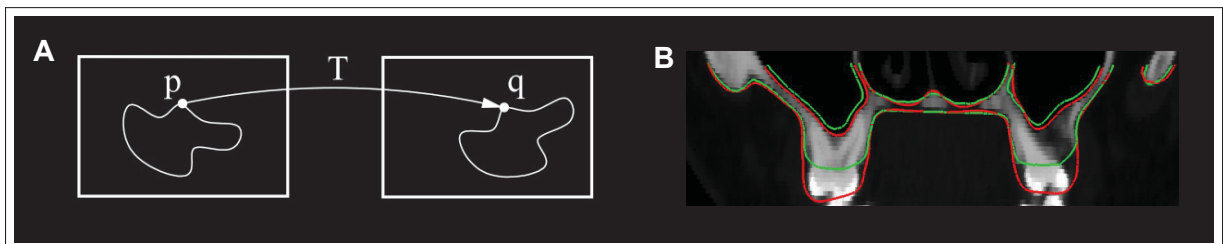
Principe du recalage d'images et de modèles. (A) Les points de l'image cible  $p$  sont appariés aux points de l'image fixe  $q$  selon une transformation  $T$ , tirée de Klein & Staring (2011). (B) Deux exemples de recalage non-rigide d'un modèle de maxillaire (contours vert et rouge) dans une image cible TDM, tirée de Duy *et al.* (2012).
